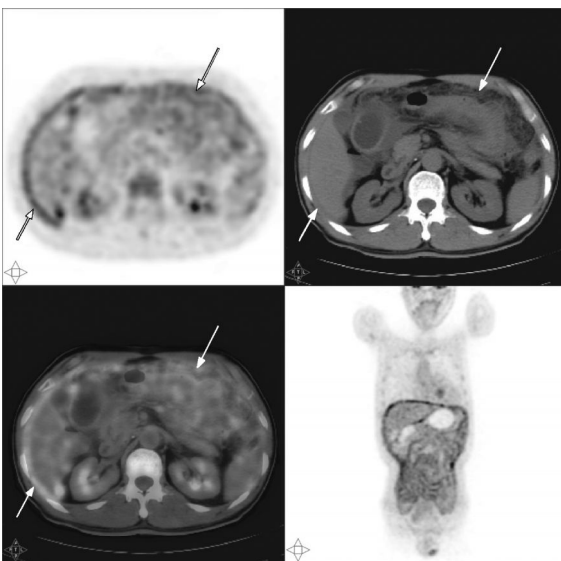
患者男性, 62岁, 经腹腔镜最终确诊为腹膜结核。 ^{18}F -FDG PET-CT 示肝周腹膜轻度均匀性增厚(病灶如箭头所示), ^{18}F -FDG 呈条形浓聚, 最大标准化摄取值为 8.92。腹腔内脂肪层浑浊, 伴轻度欠均匀高代谢。
